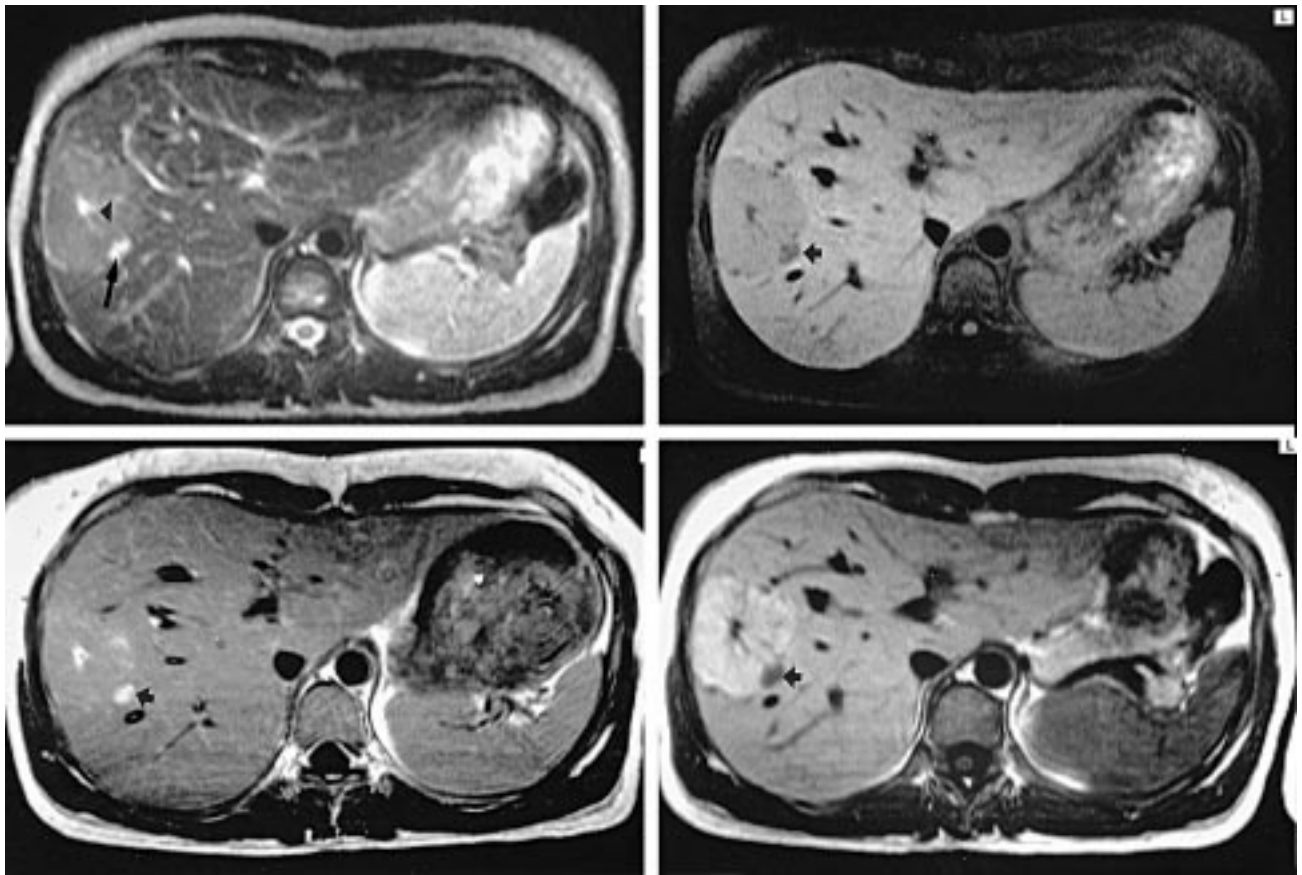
Hyperplasie nodulaire focale et hémangiome associé. IRM après injection de produit de contraste paramagnétique non spécifique (chélates de gadolinium) et hépatobiliaire (Mangafodipir ou Mn-DPDP). a) Image pondérée en T2 (temps d'écho = 90 ms, temps de répétition = 2 s). La lésion du lobe droit est hyperintense par rapport au parenchyme adjacent, avec un élément central et stellaire hyperintense (tête de flèche) ; hémangiome accolé, caractéristique par son hypersignal sur cette séquence (flèche). b) Image pondérée en T1 (technique de suppression de graisse) : la lésion est hypointense et contient un élément central stellaire plus hypointense ; hypointensité de l'hémangiome associé (flèche). c) Image pondérée en T1 obtenue 4 min après injection de chélates de gadolinium : la lésion est isointense et il existe un rehaussement de l'élément central ; rehaussement complet de l'hémangiome associé (flèche). d) Image pondérée en T1, obtenue 30 min après injection de Mn-DPDP : Rehaussement intense de la lésion, avec excellente visualisation de l'élément central en hyposignal ; absence de rehaussement de l'hémangiome associé (flèche).
